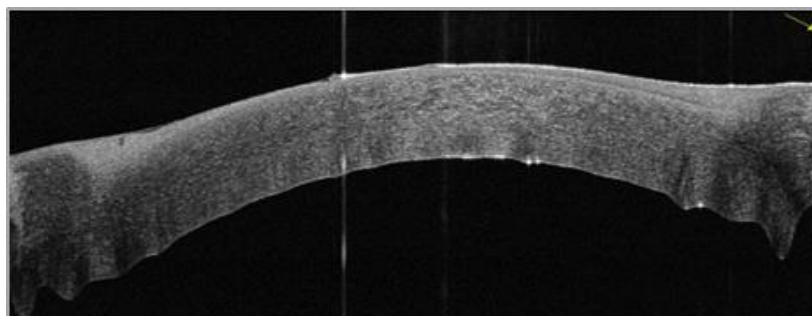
Оптическая когерентная томография роговицы на третьи сутки после проведения ФРАК. В центральной зоне визуализируется «волнистость» заднего профиля роговицы
